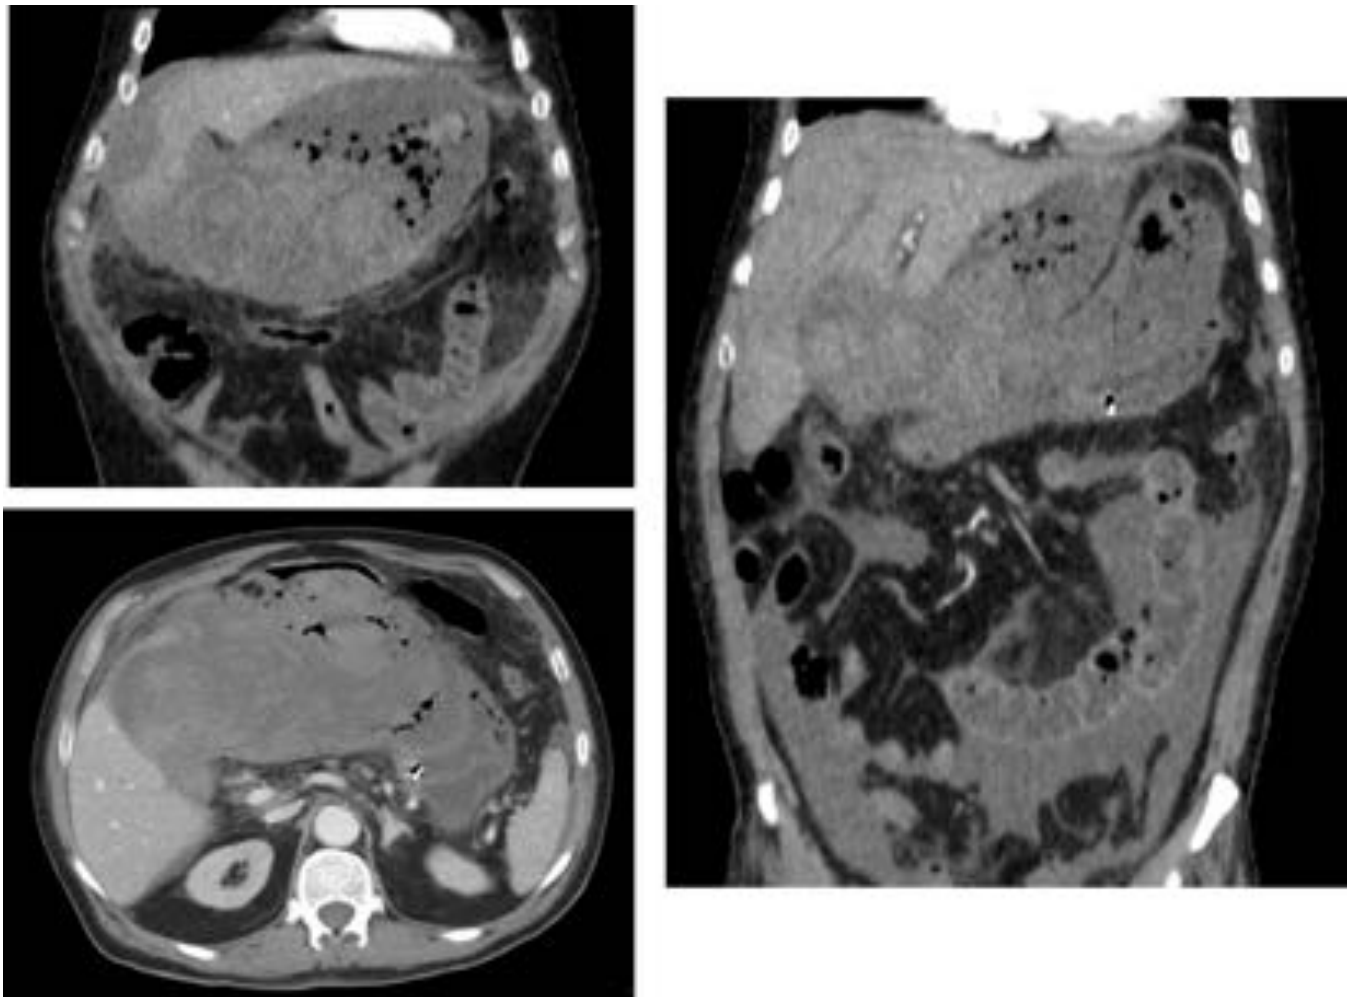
Exploración solicitada por dolor en hipocondrio derecho de aparición súbita con analítica normal. En el TAC se observa una vesícula muy distendida con un contenido hiperdenso compatible con sangre. La vía biliar también está dilatada con contenido de menor densidad. Ante los hallazgos se decide realizar cirugía de urgencia. En la intervención se confirma la presencia de hemobilia en la vesícula y también en la vía biliar. Se realiza colecistectomía y lavados de la vía biliar.
